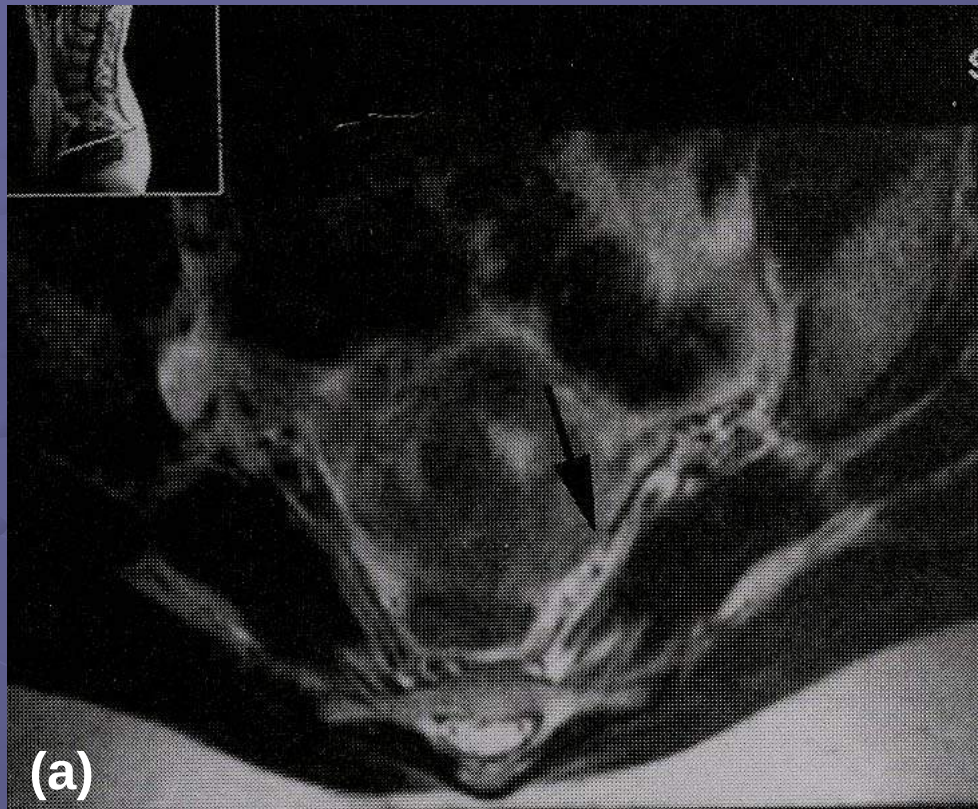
IRM en coupe axiale (a) et coronale (b) en SP T2 passant par le canal sous-pyramidal: hypersignal autour du nerf grand sciatique et dans le muscle pyramidal (→)
